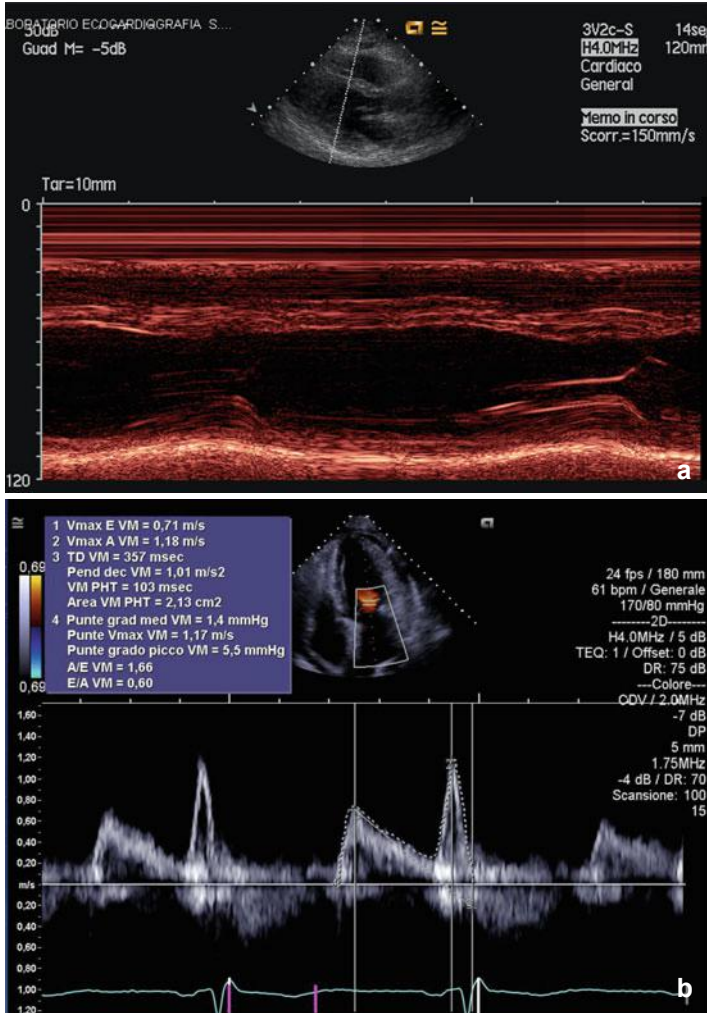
Echocardiogram at follow-up visit after 6 weeks: concentric remodelling with normal chamber dimension ( a), impaired LV relaxation at both conventional (b) and tissue Doppler evaluations and normal ejection fraction. In particular, tissue Doppler analysis was performed at both lateral wall of the LV (c) and inter-ventricular septum (d). Normal dimension of aortic root and left atrium. Right ventricle with normal dimension and function. Pericardium without relevant abnormalities
